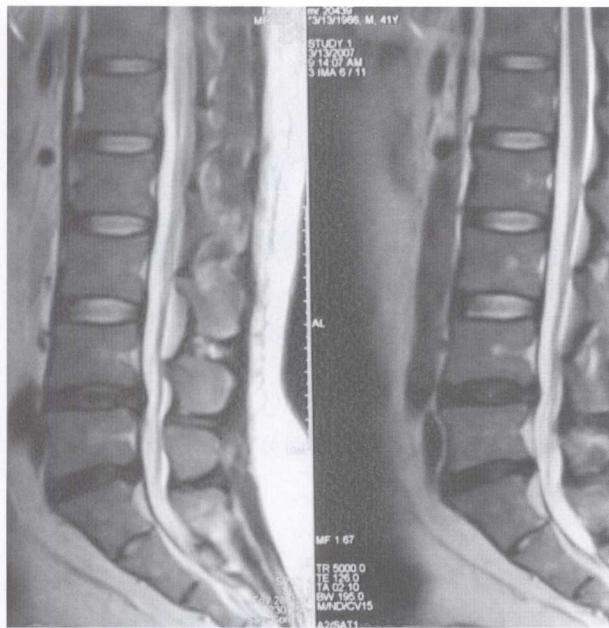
脊柱退变在矢状位 MRI 可以显示腰₄、₅，腰₅骶₁间盘 T₂加权像黑信号
